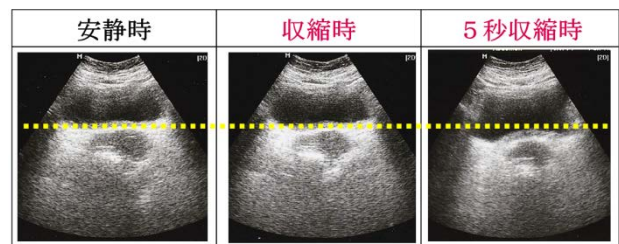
超音波で膀胱底拳上を確認 ※点線は膀胱底収縮時：拳上の反応なし。5秒収縮時：逆に下降が見られる。
